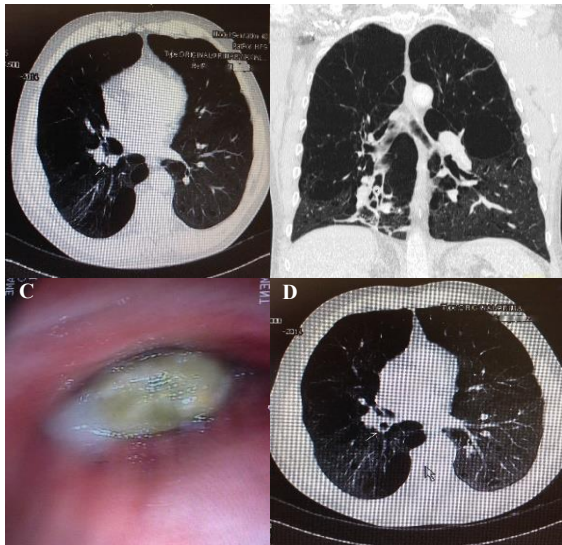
A. TC: imagen axial de la lesión nodular en bronquio posterior de lóbulo inferior derecho (flecha blanca). B. TC: imagen coronal de la misma (asterisco negro). C. Visión endoscópica en bronquio posterior de lóbulo inferior derecho. D. TC: imagen axial con desaparición del cuerpo extraño tras su expulsión (flecha blanca)
